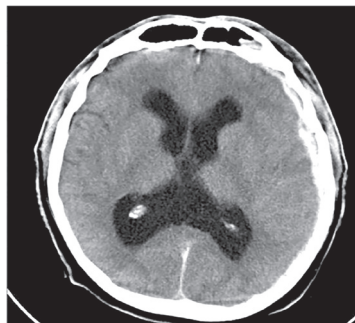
КТ-морфометрия при травматическом субарахноидальном кровоизлиянии (ушиб правой базальной области): а) вычисление ВКК-1 (индекс Эванса); б) измерение ширины зрительного нерва за глазным яблоком на расстоянии 2 мм ($d_1 = 4,4$ мм); в) измерение ширины зрительного нерва у выхода из полости черепа на расстоянии 2 мм ($d_2 = 3,5$ мм); г) измерение ширины 3-го желудочка – ВКК-3ж = 7,2 мм. (Среднее значение ширины зрительного нерва: $ds = (4,4 + 3,5) / 2 = 3,95$; коэффициент ВЧДк = $3,95 / 7,2 = 0,55$)
